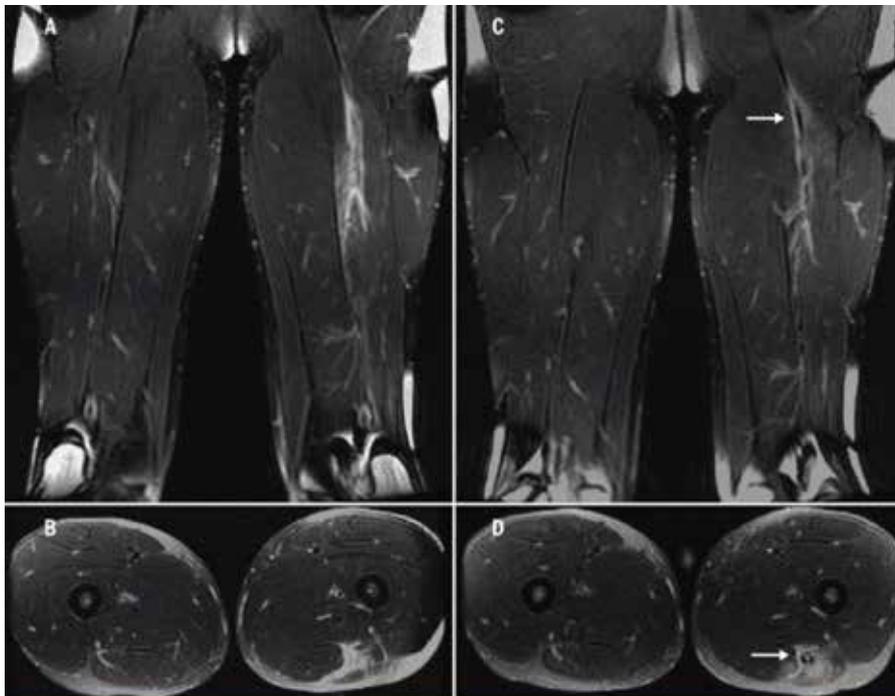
Imágenes de resonancia magnética coronales y axiales del sujeto 3 (ponderado T2), tomada después de la lesión inicial (A y B) y 7 días después de la nueva lesión (C y D). La ubicación de la nueva lesión fue similar a la lesión inicial. En el segundo conjunto de imágenes se pueden ver los primeros signos de formación de tejido cicatrizal (C y D; flechas).
